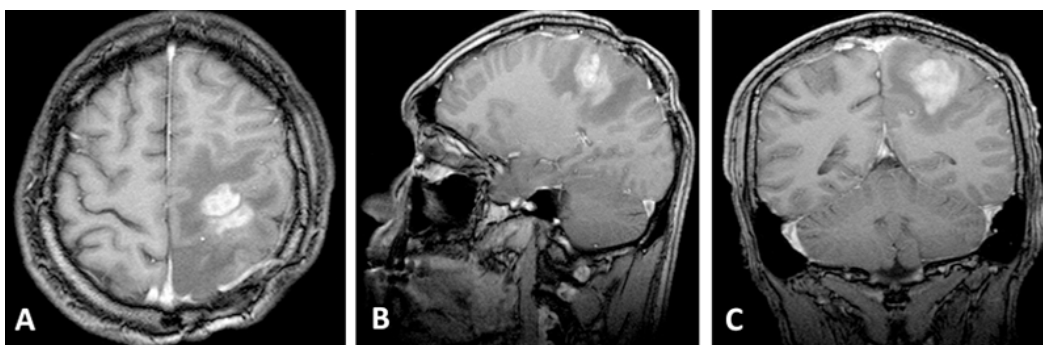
RMN cerebral con contraste. A: corte axial, muestra hiperintensidad en región fronto parietal izquierda. B: corte sagital. C: corte coronal
